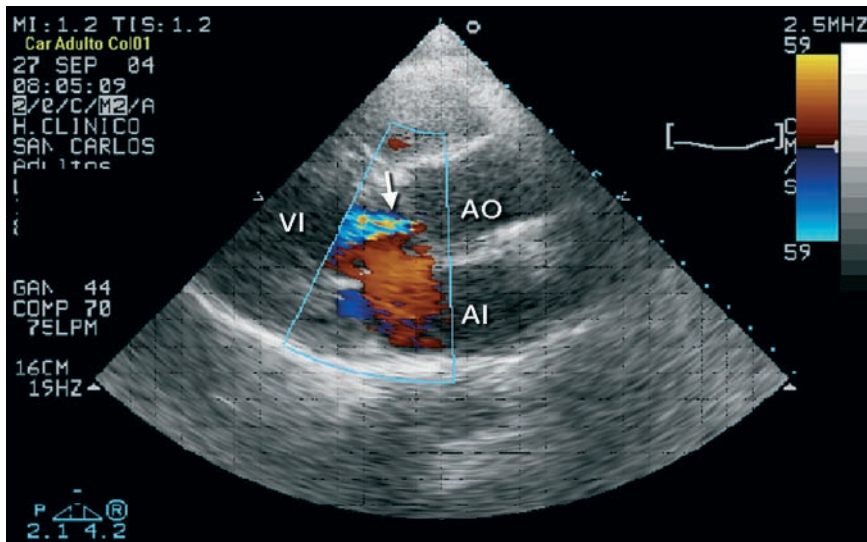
Ecocardiograma bidimensional en eje largo paraesternal donde se aprecia jet de regurgitación aórtica (flecha).
